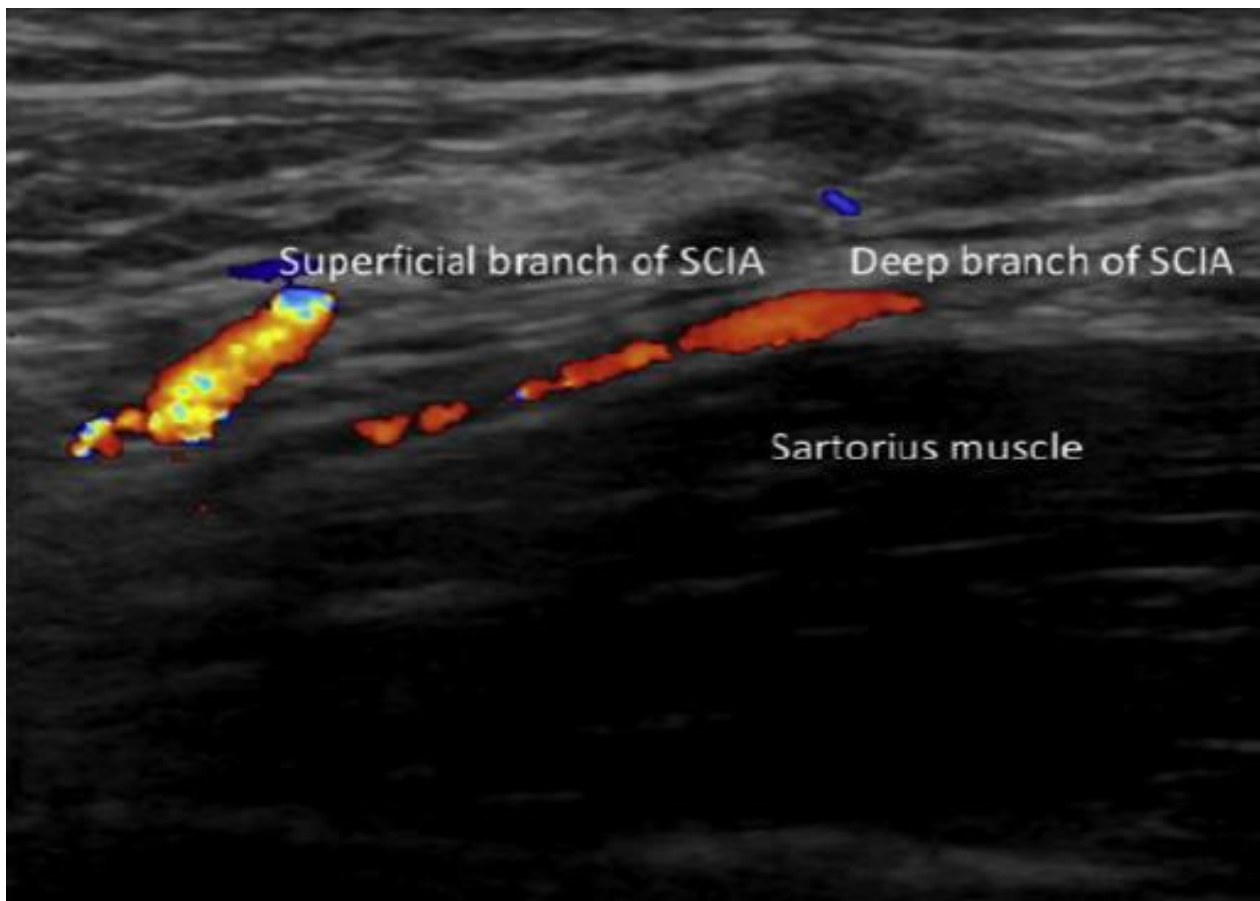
VISUALISATION DE LA BRANCHE SUPERFICIELLE ET PROFONDE DE LA SCIA AINSI QUE LE SARTORIUS VIA DOPPLER COULEUR [44]
